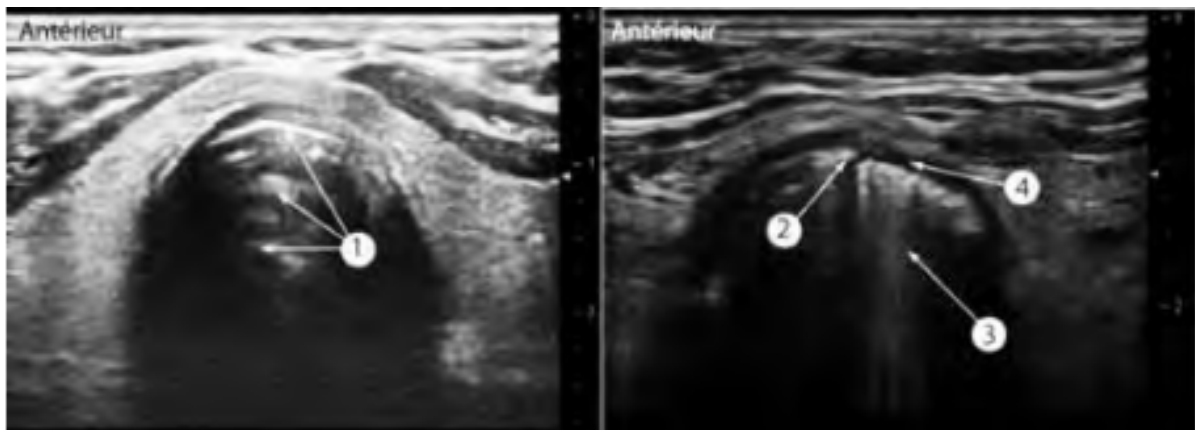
intérêt de l'échographie dans le choix des sondes adaptées(163)
